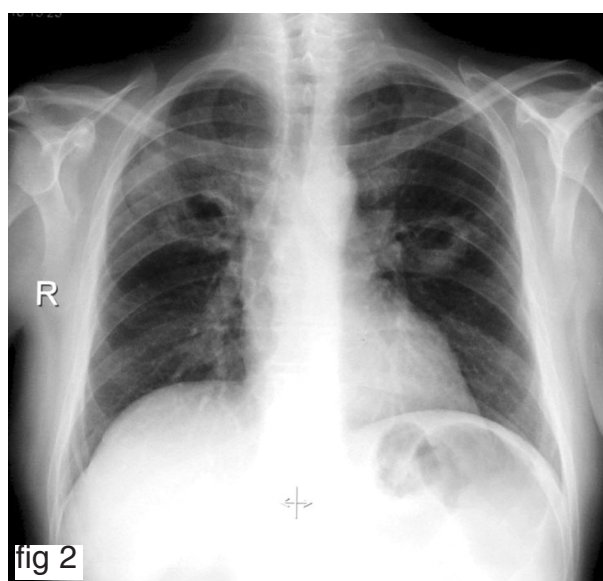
Radiographie et tomodensitométrie pulmonaires de novembre 2003 : multiples lésions pulmonaires excavées, bilatérales des deux lobes supérieurs.
